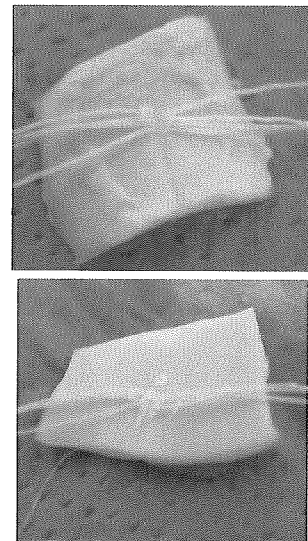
ESPA、レベル5、1秒の超音波振動（左：外壁側、右：内壁側）
